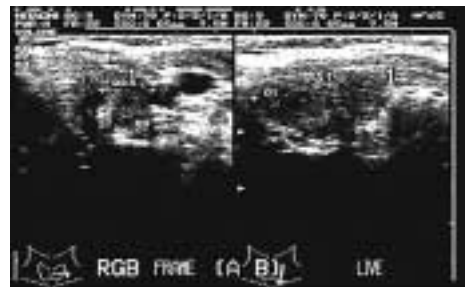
Sonographisch links 13 × 48 × 15 mm (4,7 ml), Textur wie rechts.
